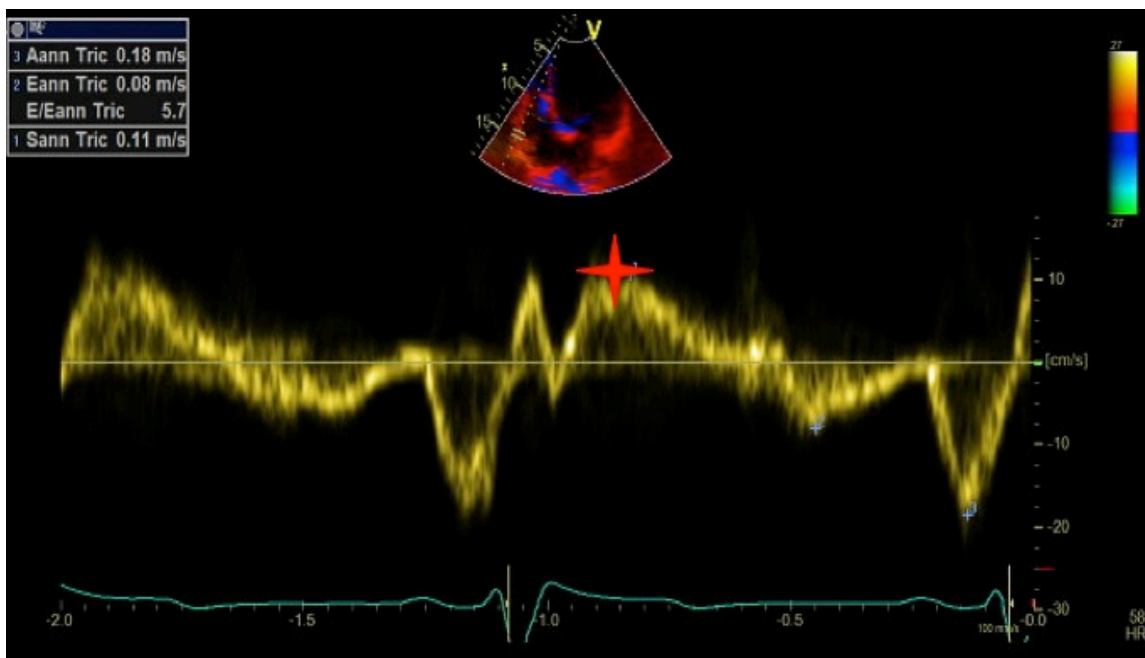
Méthode de mesure du pic de l'Onde S à l'anneau tricuspide latéral en doppler tissulaire
